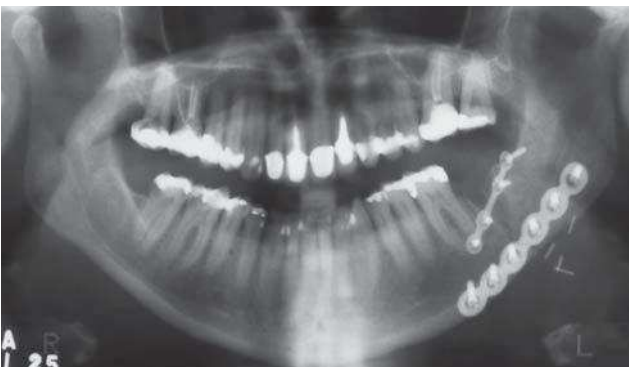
Radiografia pós-operatória - Dispositivos de Fixação e Clips Hemostáticos
